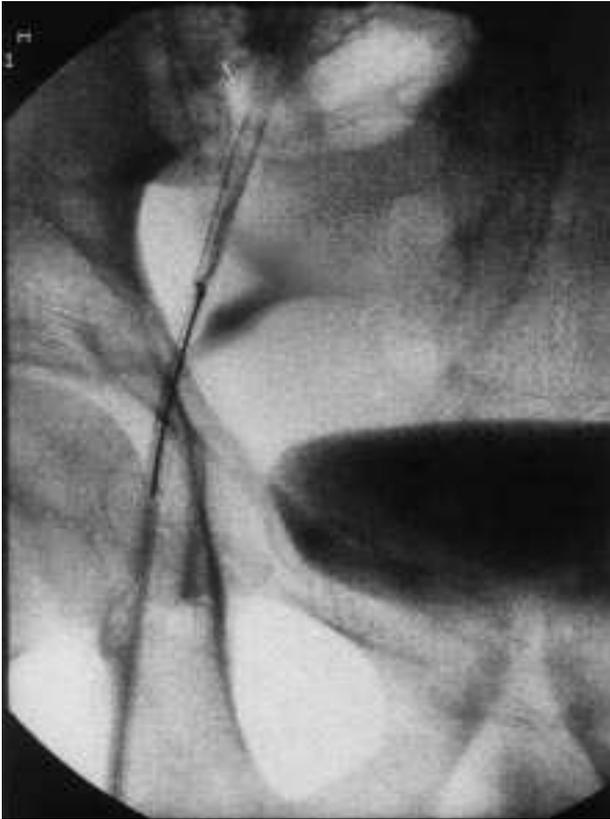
Radiografía simple de abdomen. Extracción del cuerpo extraño a través de un introductor implantado por abordaje femoral.
